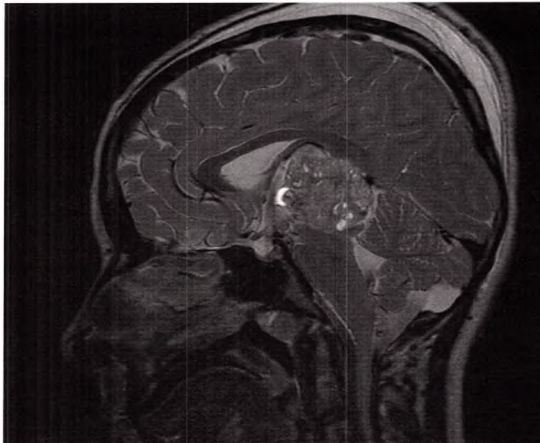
IRM en pondération T2, coupe sagittale. Tumeur de la région pinéale (volumineux tératome).
